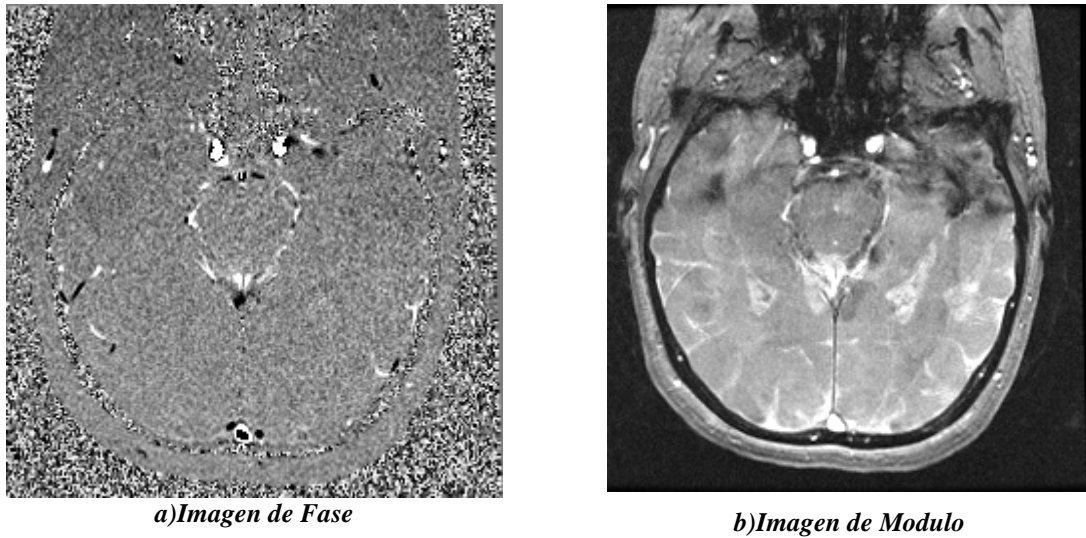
Representación de Imágenes MRI con contraste de Fase.
